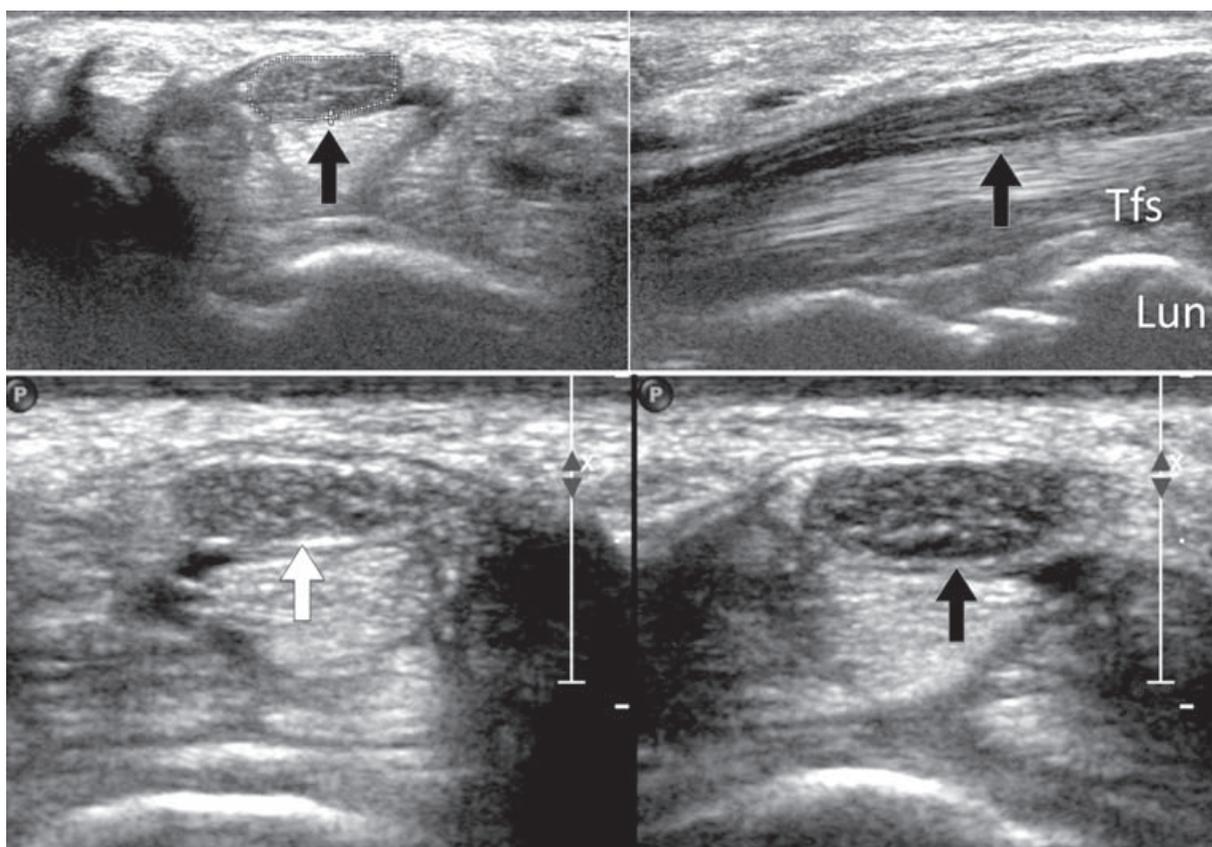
Syndrome du canal carpien. Modifications du nerf médian. Coupes échographiques axiales et longitudinales du canal carpien montrant l'augmentation de volume évidente du NM (flèche noire) qui est hypoéchogène. La surface axiale du NM (a) est mesurée à $0,22 \text{ cm}^2$. Sur l'image (b) noter que le NM est plus gros (à droite) en amont du canal carpien et aminci dans le canal (à gauche). La structure fasciculaire du nerf a disparu en proximal du fait de la compression chronique. Noter l'étroite relation entre le nerf et les tendons fléchisseurs (TFs). Lun = lunatum. L'image (c) à gauche montre la taille et la structure normale du nerf controlatéral (flèche blanche) comparé au côté pathologique à droite.
